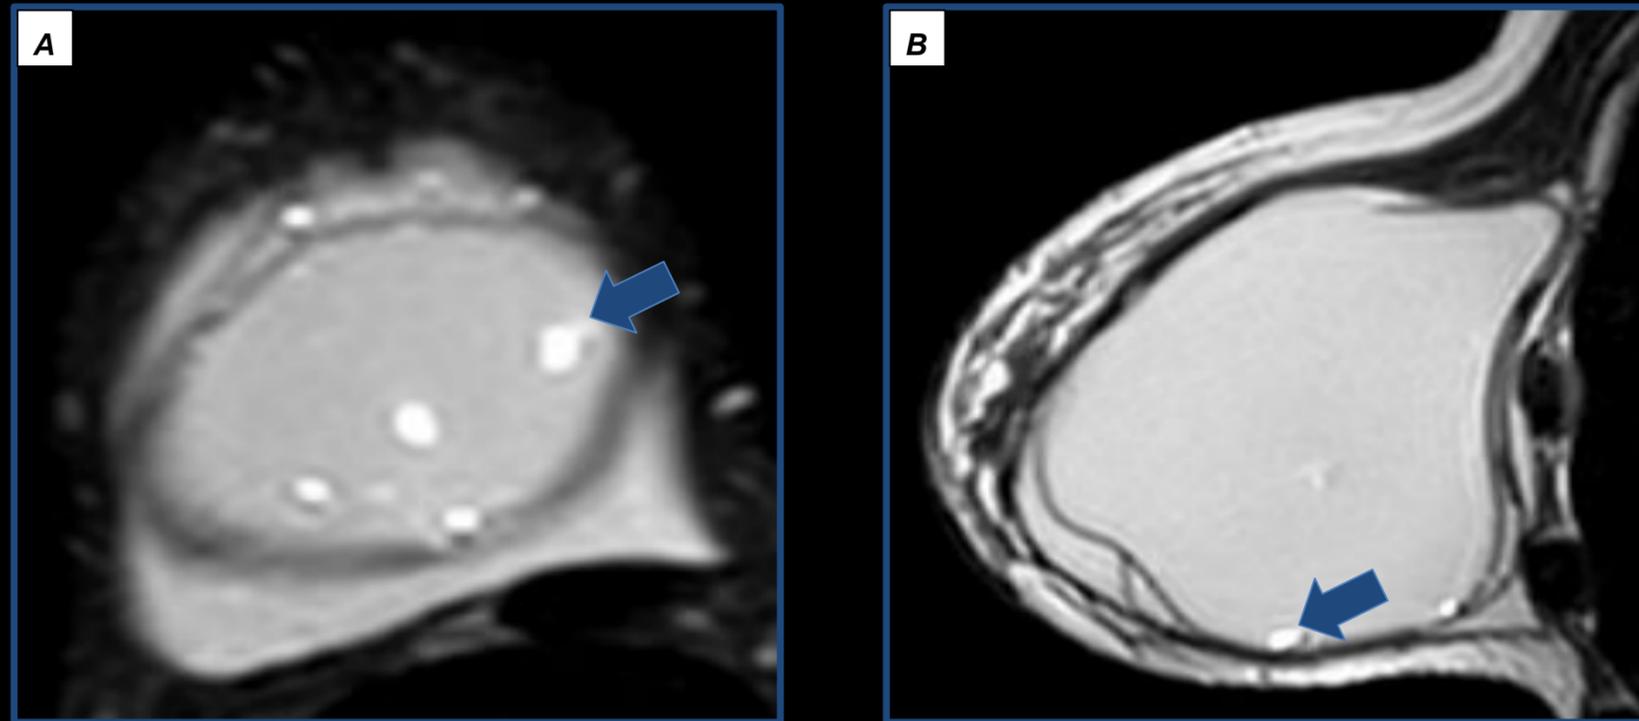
RM Stir axial (a) y RM T2 sagital donde se evidencia pequeñas imágenes hiperintensas dentro de la cápsula mamaria compatible con signo de la gota en relación a signos degenerativos (flechas azules).
